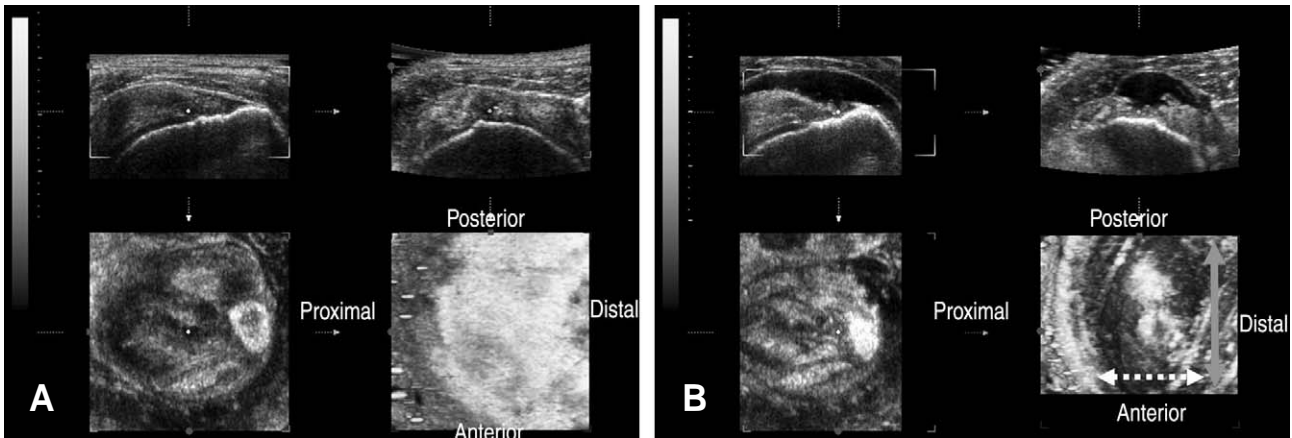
(A) Three dimensional ultrasonographic image shows width and migration of rotator cuff tear before saline injection. (B) Three dimensional ultrasonographic image shows width and migration of rotator cuff tear after saline injection. A broken line arrow shows the migration and a continuous line arrow shows the width of the rotator cuff tear.
